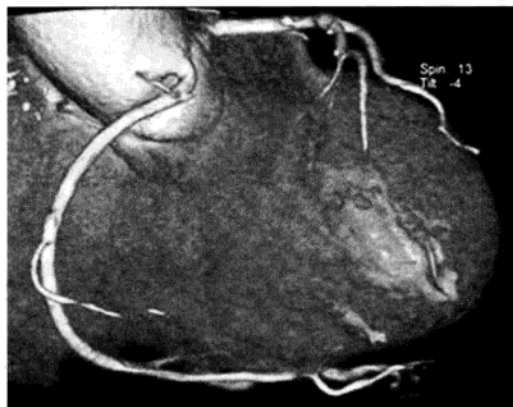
多层螺旋 CT 表面遮盖法三维重建图像
